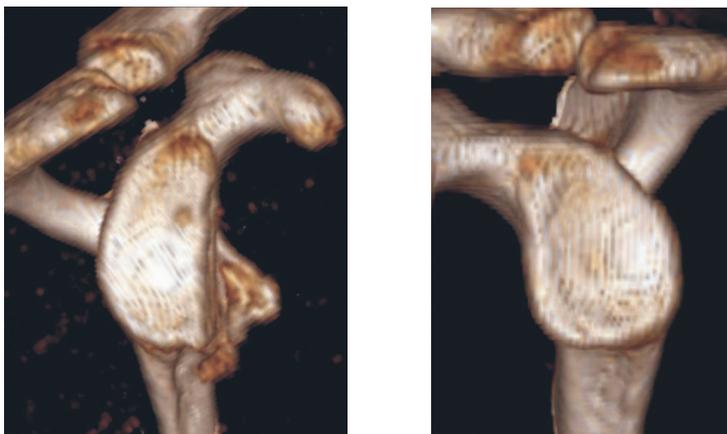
Сравнительная 3D-КТ реконструкция, демонстрирующая дефицит гленоида лопатки по сравнению со здоровой стороной
